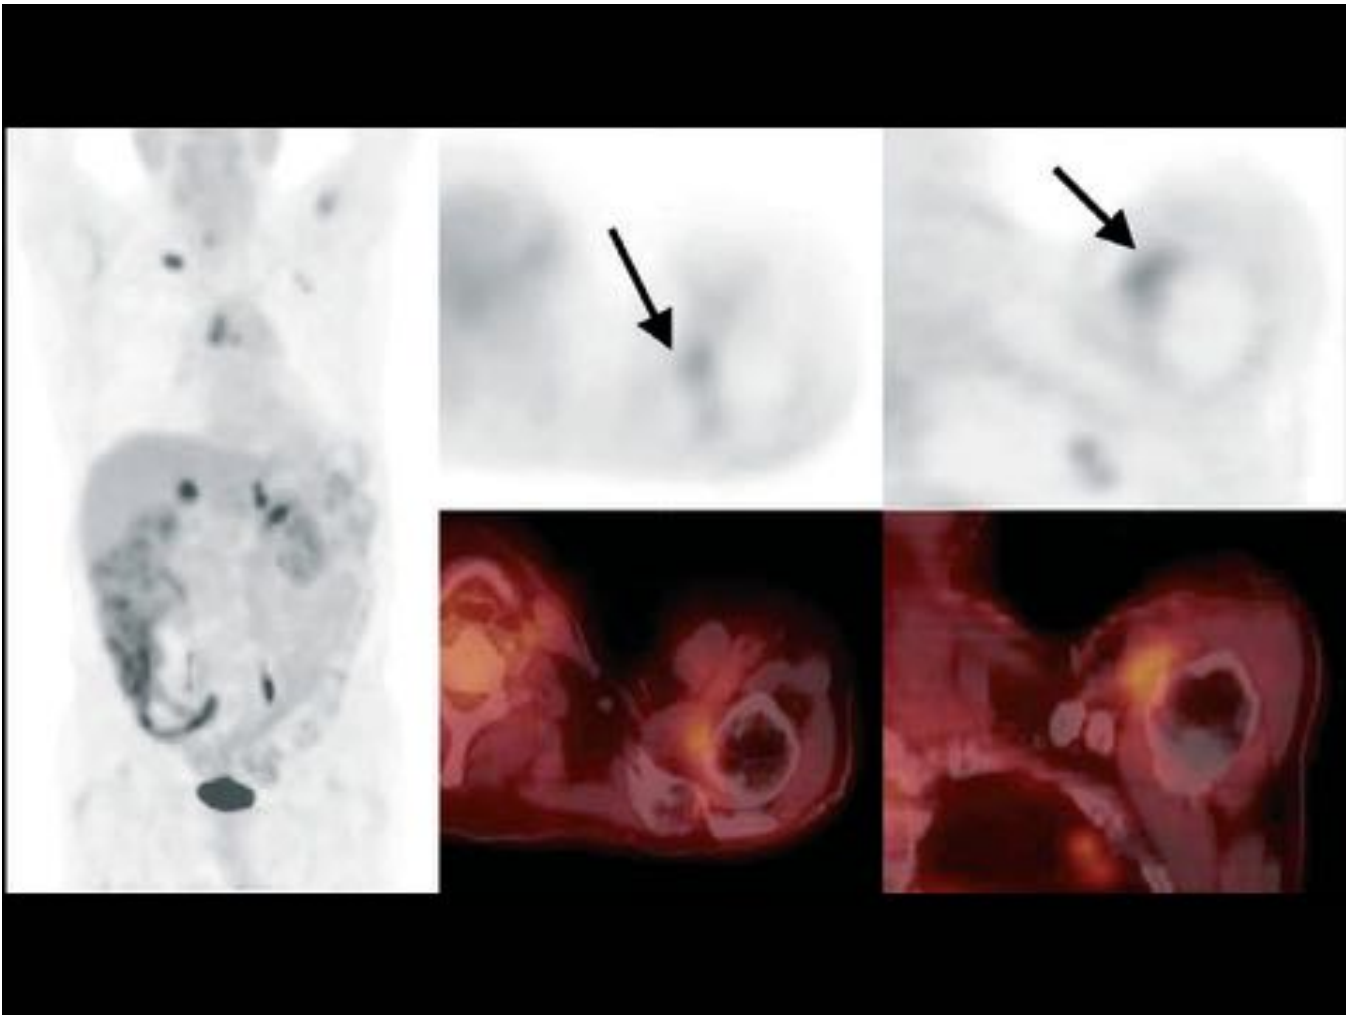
18FDG-PET/TC Falso positivo. Varón de 58 años con LH. Captación de 18FDG en la inserción tendinosa en el hombro izquierdo en un paciente con entesopatía.
